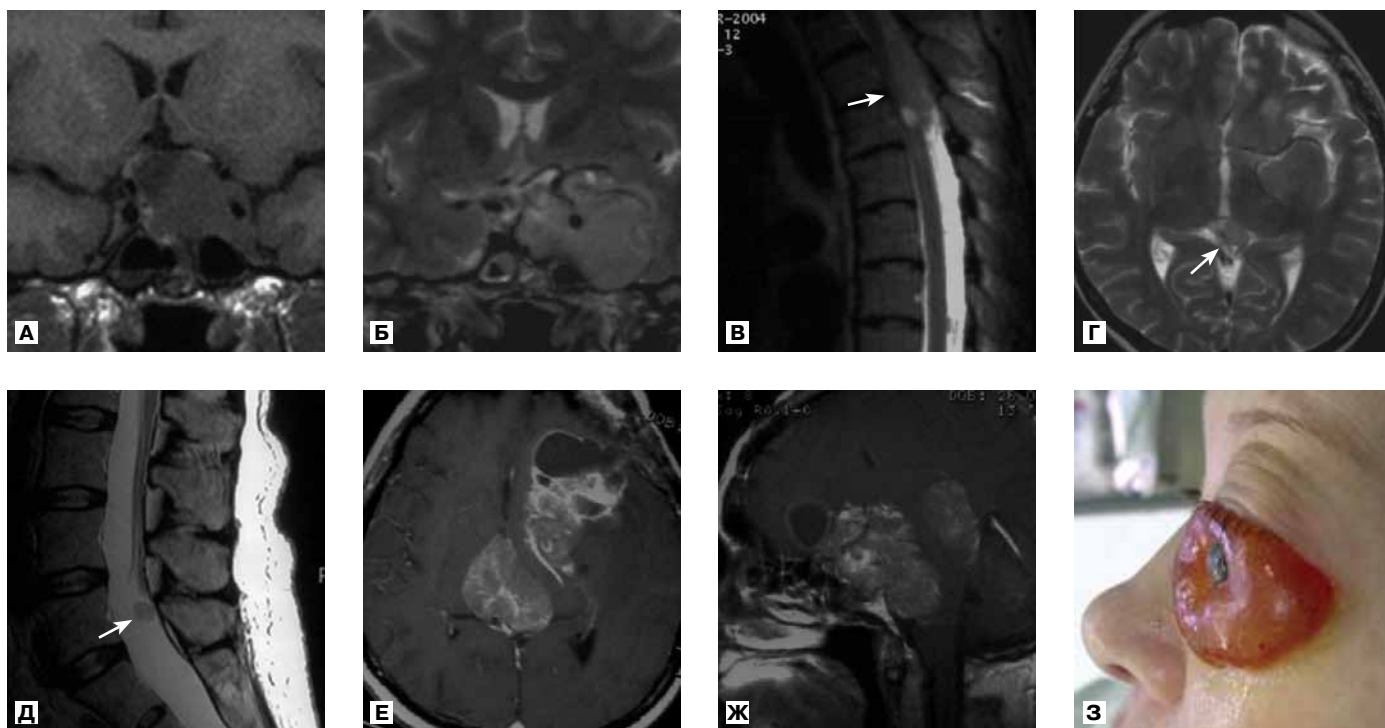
Карцинома гипофиза (наблюдение 2): данные МРТ и физикального исследования.
